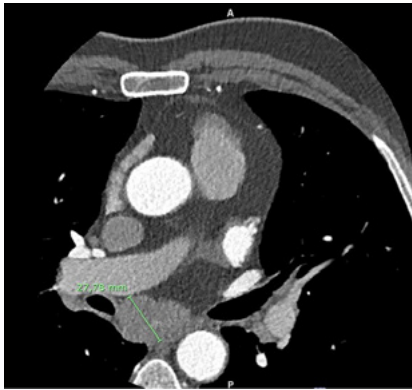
Adenopatía observada en TC de venas pulmonares.
